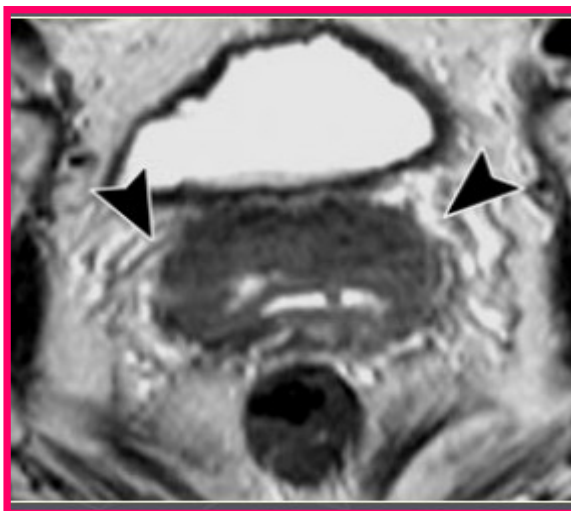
IRM coupe axiale T2 perpendiculaire au col : Lésion cervicale interrompant partiellement la paroi vaginale antérieure en hyposignal T2 en regard du tiers inférieur du vagin.
